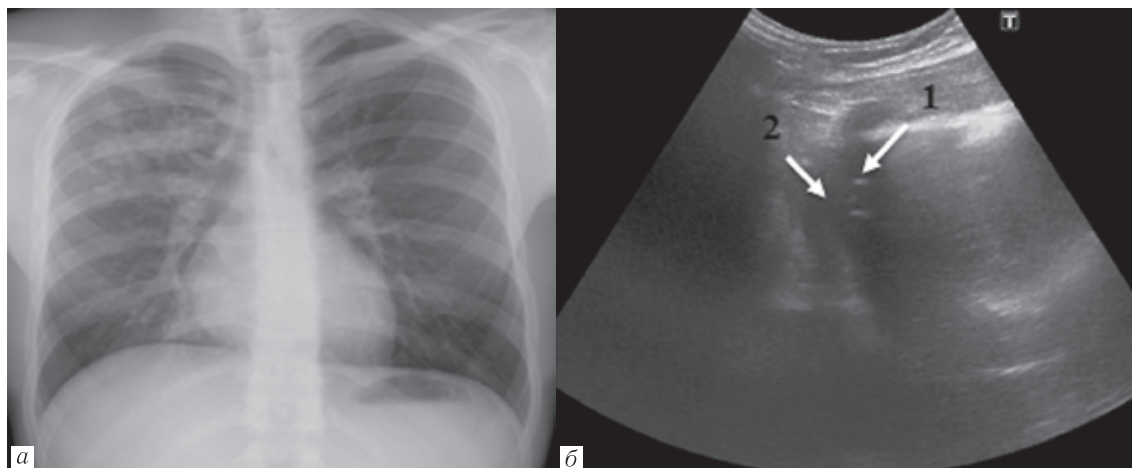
Рентгенограмма органов грудной клетки в прямой проекции, 1-я контрольная точка (7-е сутки госпитализации) (а) — положительная динамика плевропневмонии в S2, S3, и (б) — ультразвуковое исследование легких во 2-ю контрольную точку (7-е сутки госпитализации). УЗ-картина положительной динамики плевропневмонии в S3 справа. Уменьшение гипоехогенного воспалительного инфильтрата (2) с элементами «воздушной бронхограммы» (1)
